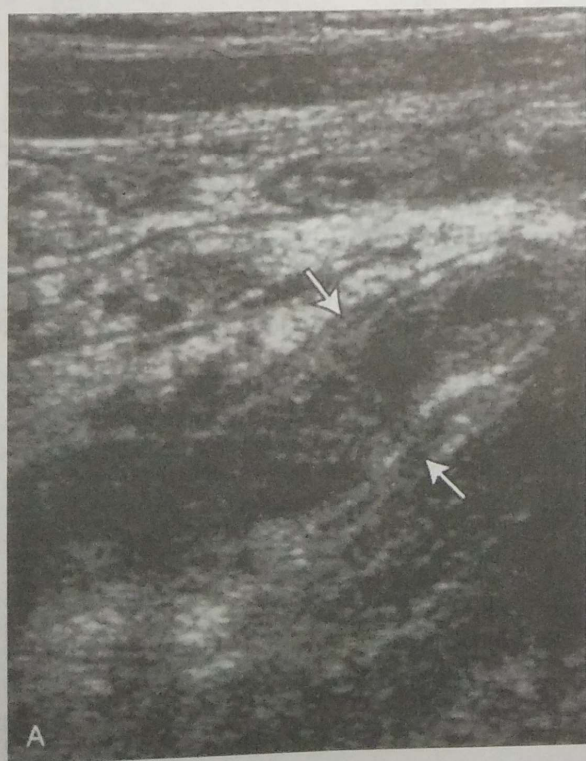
A, ultrasonografía del cuadrante inferior derecho que demuestra apendicitis aguda con una pared apendicular engrosada y un diámetro aumentado (flechas). B, tomografía computadorizada del abdomen que demuestra un apéndice edematoso y engrosado (flechas) con un apendicolito obstructivo (cabeza de flecha).
